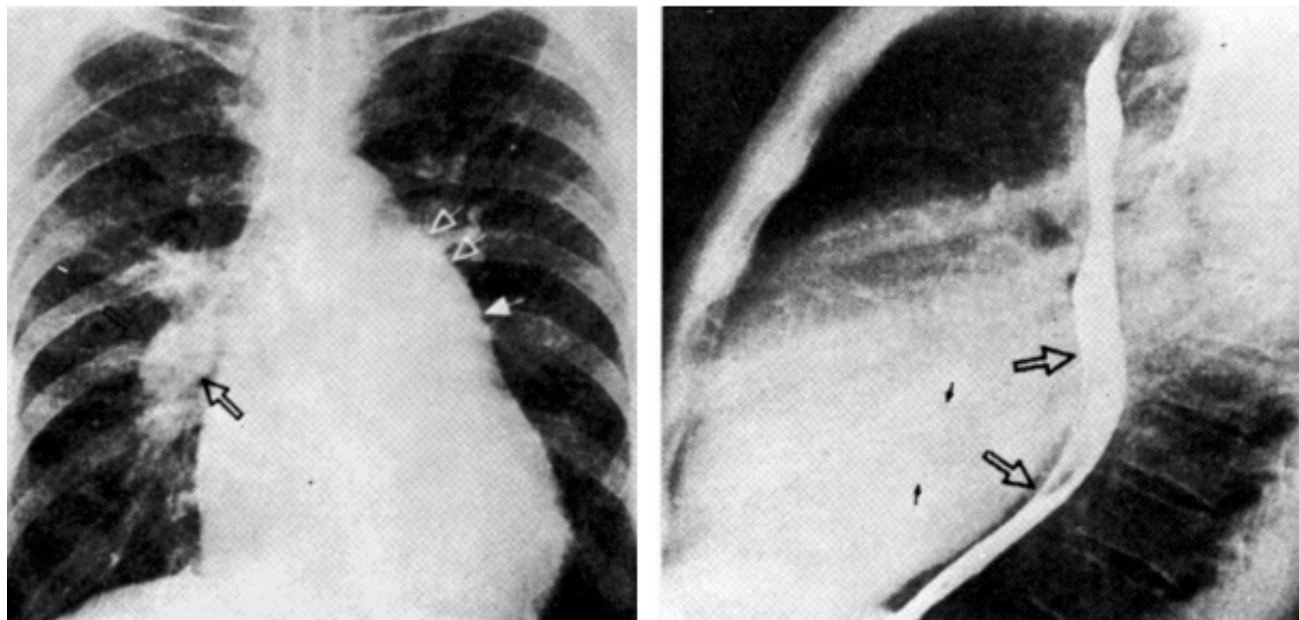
Radiografias de tórax em PA e perfil, mostrando uma silhueta tipo mitral com arco médio abaulado, pela dilatação da artéria pulmonar e da auriculeta esquerda, e crescimento ventricular direito. No perfil, chama atenção a dilatação do átrio esquerdo, desviando para trás o esôfago.
